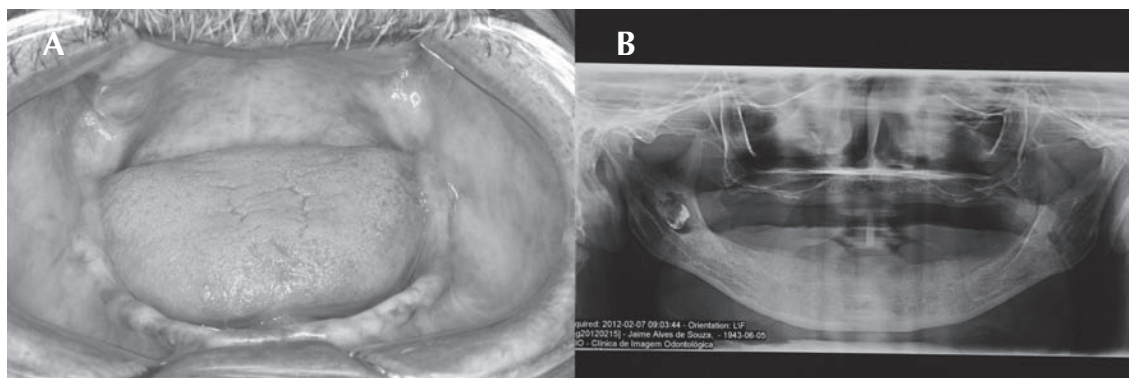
A) Visão intraoral que evidencia um discreto abaulamento comprometendo o rebordo alveolar posterior direito. B) Radiografia panorâmica que demonstra presença de unidade 48 inclusa associada a uma zona radiolúcida unilocular.
